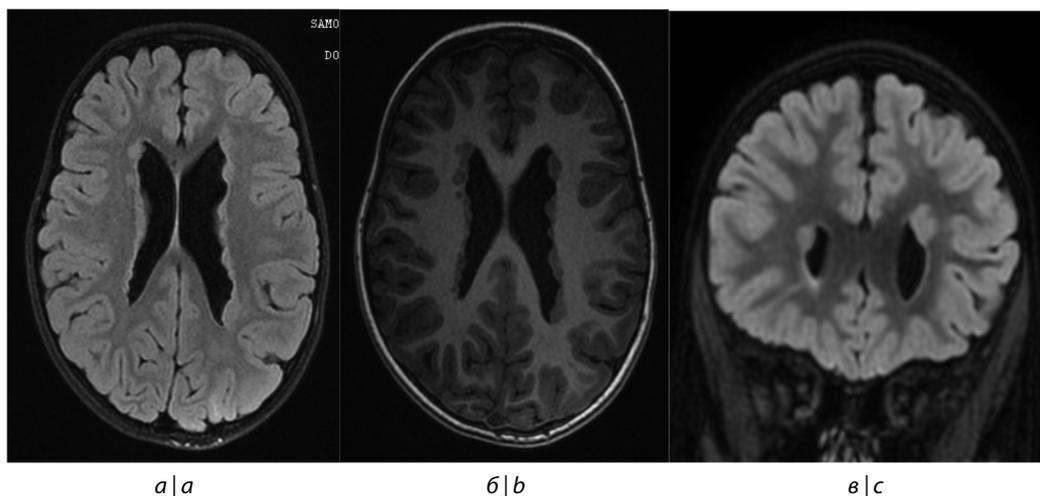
МРТ головного мозга пациента № 4.
